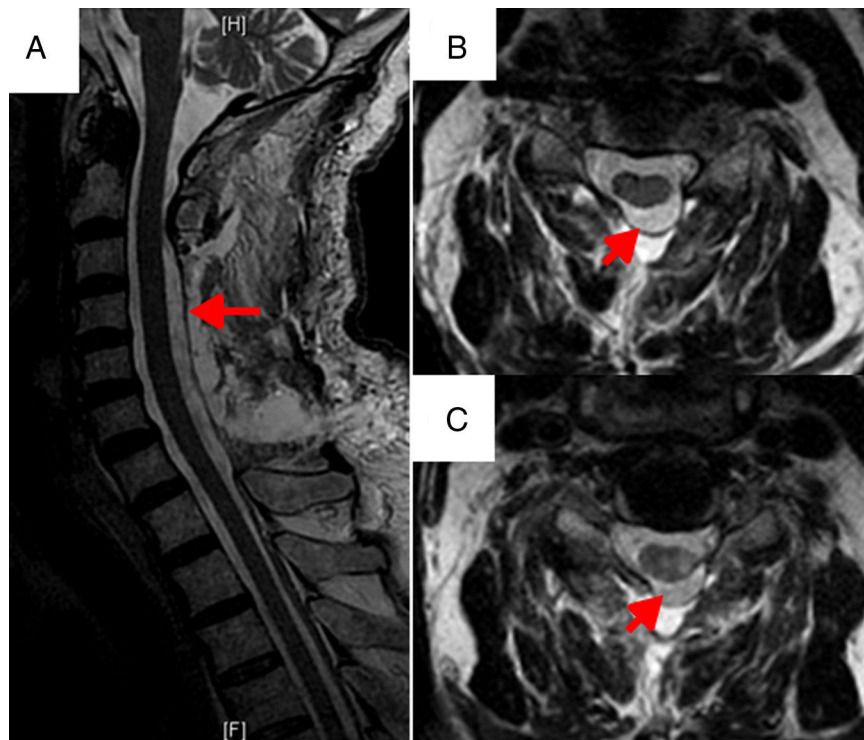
Imágenes de la RM cervical postoperatoria, realizada a las 24 h de la intervención quirúrgica. Cortes sagital (A) y axiales (B y C), en los que se objetivó una adecuada descompresión del canal medular a nivel C3-7 (flechas), sin datos de nuevas colecciones hemáticas y con ausencia de mielopatía a ese nivel.
